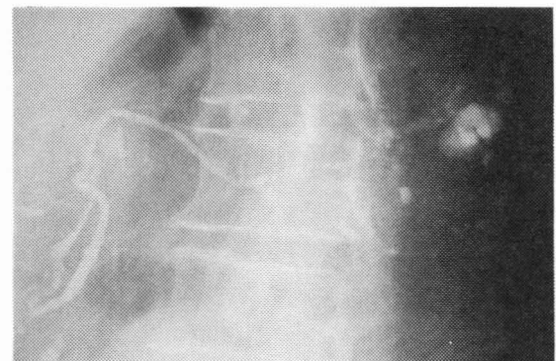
膵管造影 膵鉤部、体尾部に主膵管と交通を有する嚢胞を認めた。腹部超音波やCTで指摘されている頭部の嚢胞には造影剤の流入は認めなかった。
